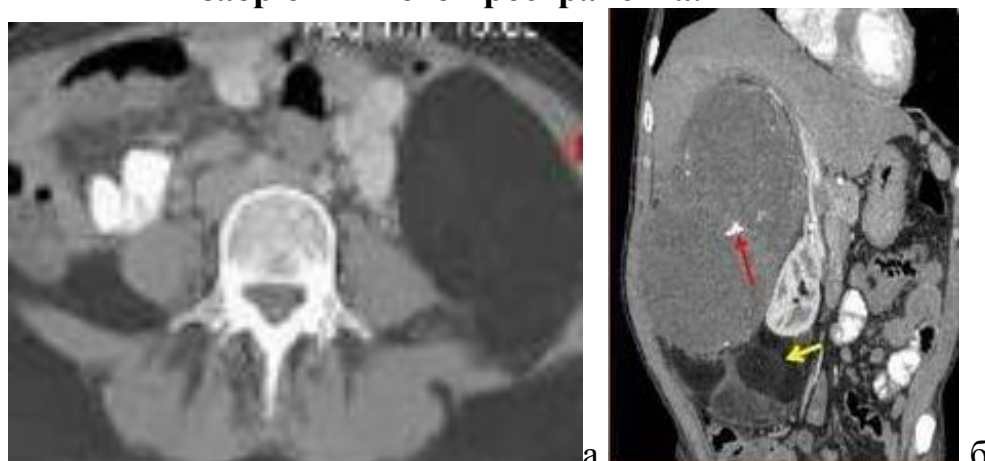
МРТ липосаркомы забрюшинного пространства. а) продольный, б) сагиттальный срез.
